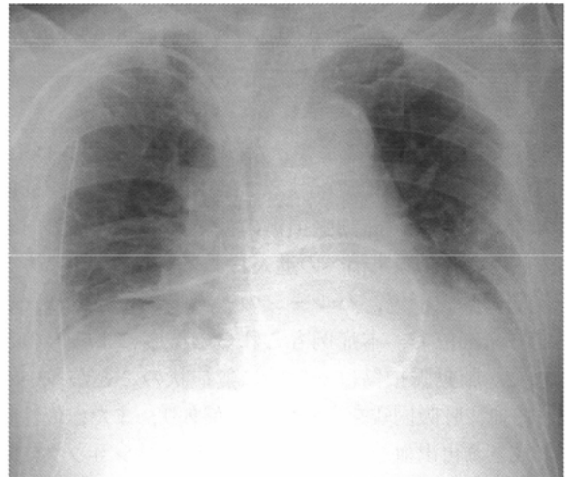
Chest radiograph on March 6.
